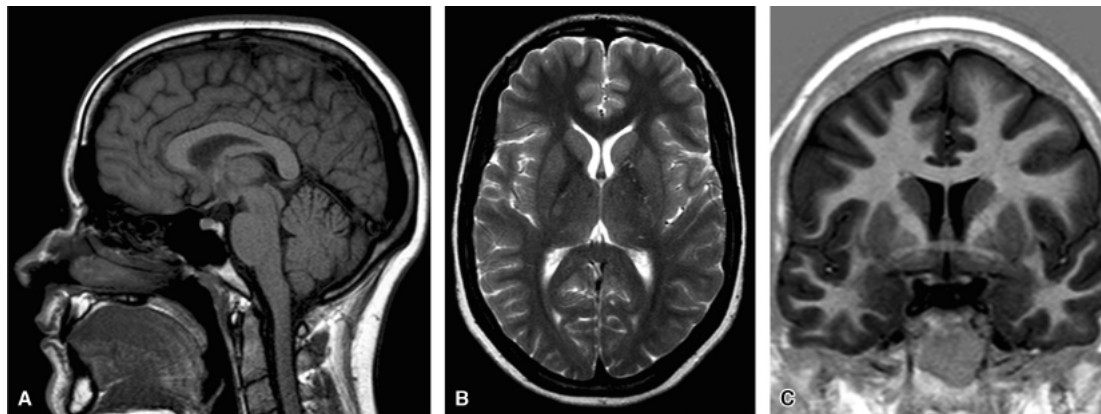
Ressonância magnética do crânio normal. Sequências sagital T1 (A), axial T2 (B) e coronal T1/IR (C). Nota-se melhor resolução anatômica que a TC e a possibilidade de avaliação em múltiplos planos.
